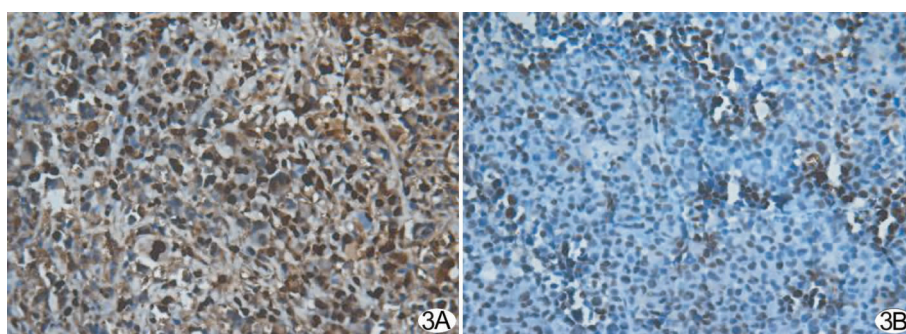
H22 肿瘤细胞 PCNA 表达光镜图 A. 对照组 PCNA 表达光镜图(×400),PCNA 表达阳性细胞核被染成棕褐色, H22 肿瘤细胞增殖最多; B. 超声加载药微泡组 PCNA 光镜图(×400), H22 肿瘤细胞增殖最少
